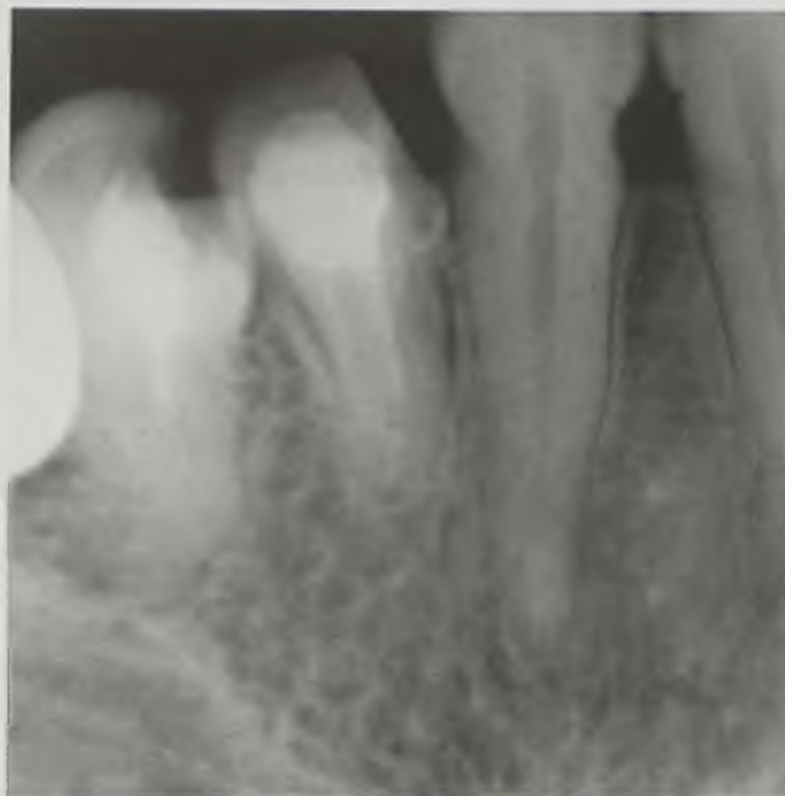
Контактная рентгенограмма зубов — кариес
